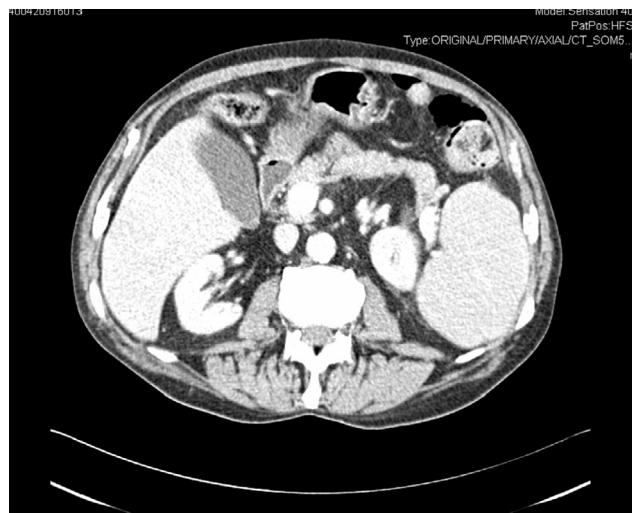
Imagen de TAC con neumatosis en el ángulo esplénico del colon y presencia de aire extraluminal.
